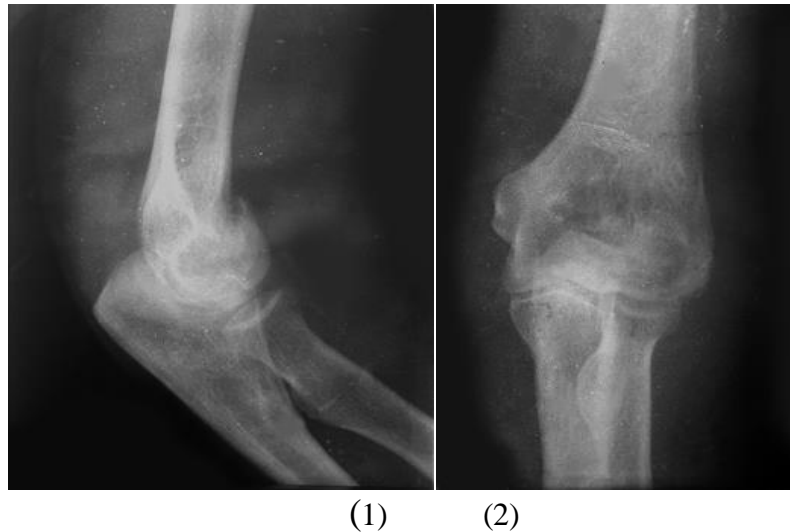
Рентгенограми хворої Д. через 3 роки після операції: в бічній (1) і прямій (2) проекціях
